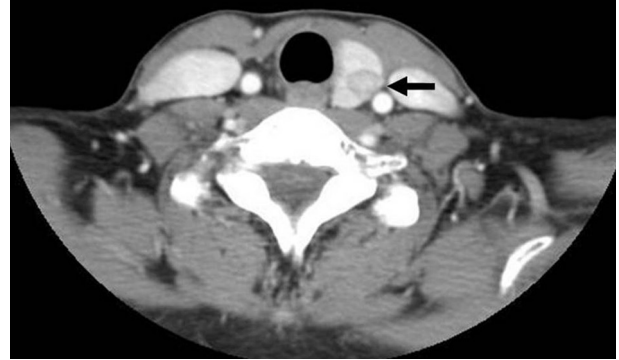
Preoperative axial CT scan shows left thyroid lobe with heterogeneous nodule (arrow) and absence of right thyroid lobe and isthmus. CT: computed tomography.
